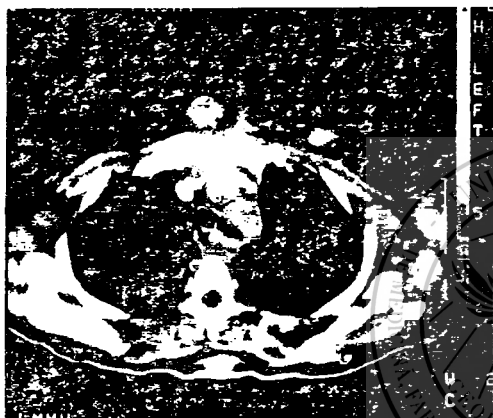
Imagine computertomografică toracică nativă în plan axial - adenopatii prezente în mediastin, retromamar și axilar bilateral
